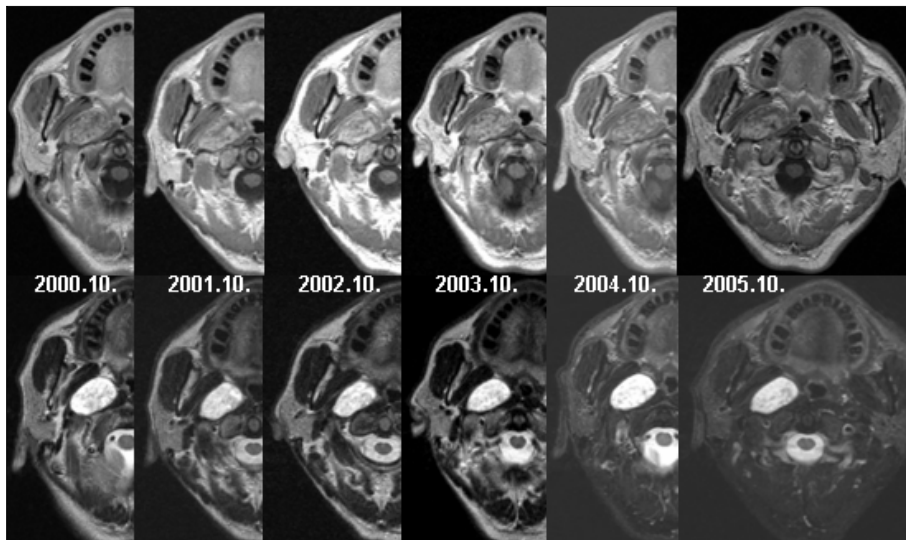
Photographs demonstrate follow-up magnetic resonance imaging of a patient in close observation group for 6 years. Note that the size of the tumor in the right parapharyngeal space have not changed.
